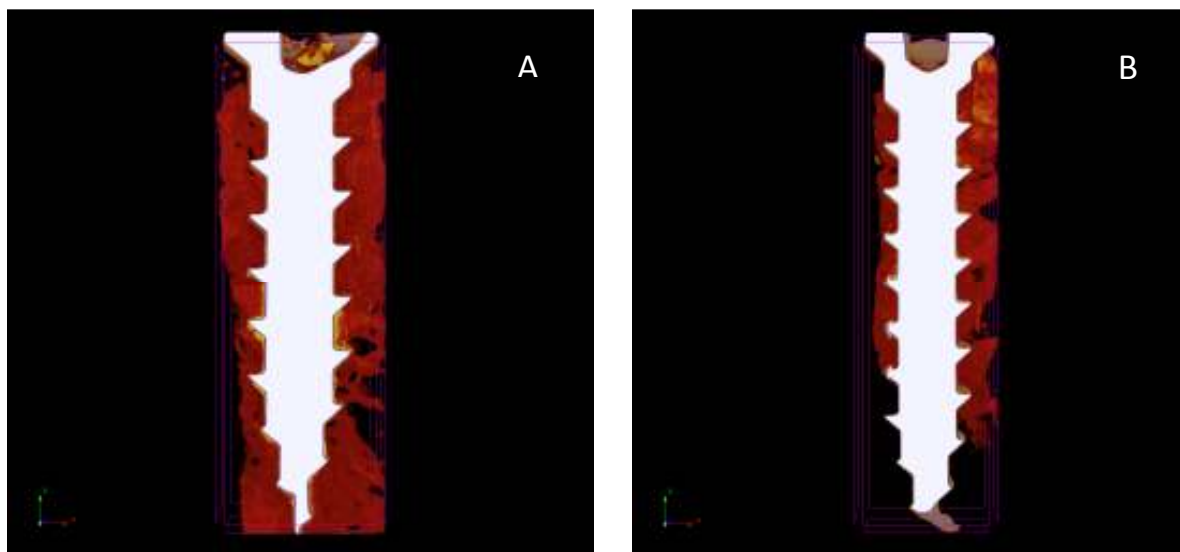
Exemplo de imagem 3D da análise de microtomografia de amostra de enxerto xenógeno (A) e enxerto autógeno (B)
